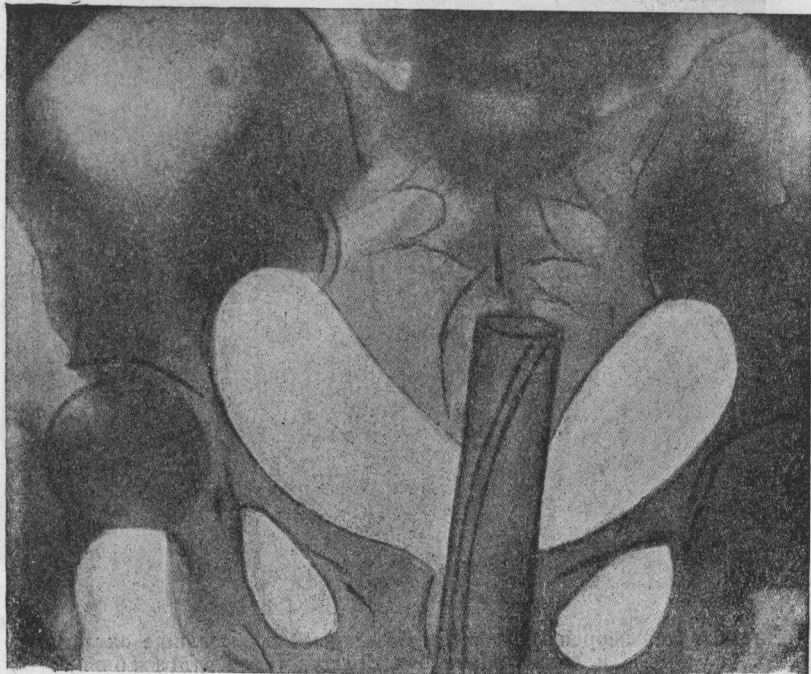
Пельвеорентгенограмма. Введенный во влагалище наконечник Морозова и его отношение к стенкам ваги (А. Ма ж б и ц).
